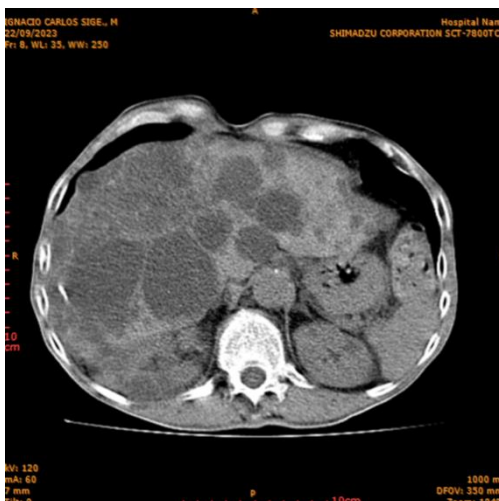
TAC simple de abdomen. Lesiones hipodensas múltiples (<1.5cm) en toda la glándula hepática, con bordes algo irregulares, predominantemente quísticos que provocan hepatomegalia. Se visualizan imágenes de iguales características en riñones y bazo.
